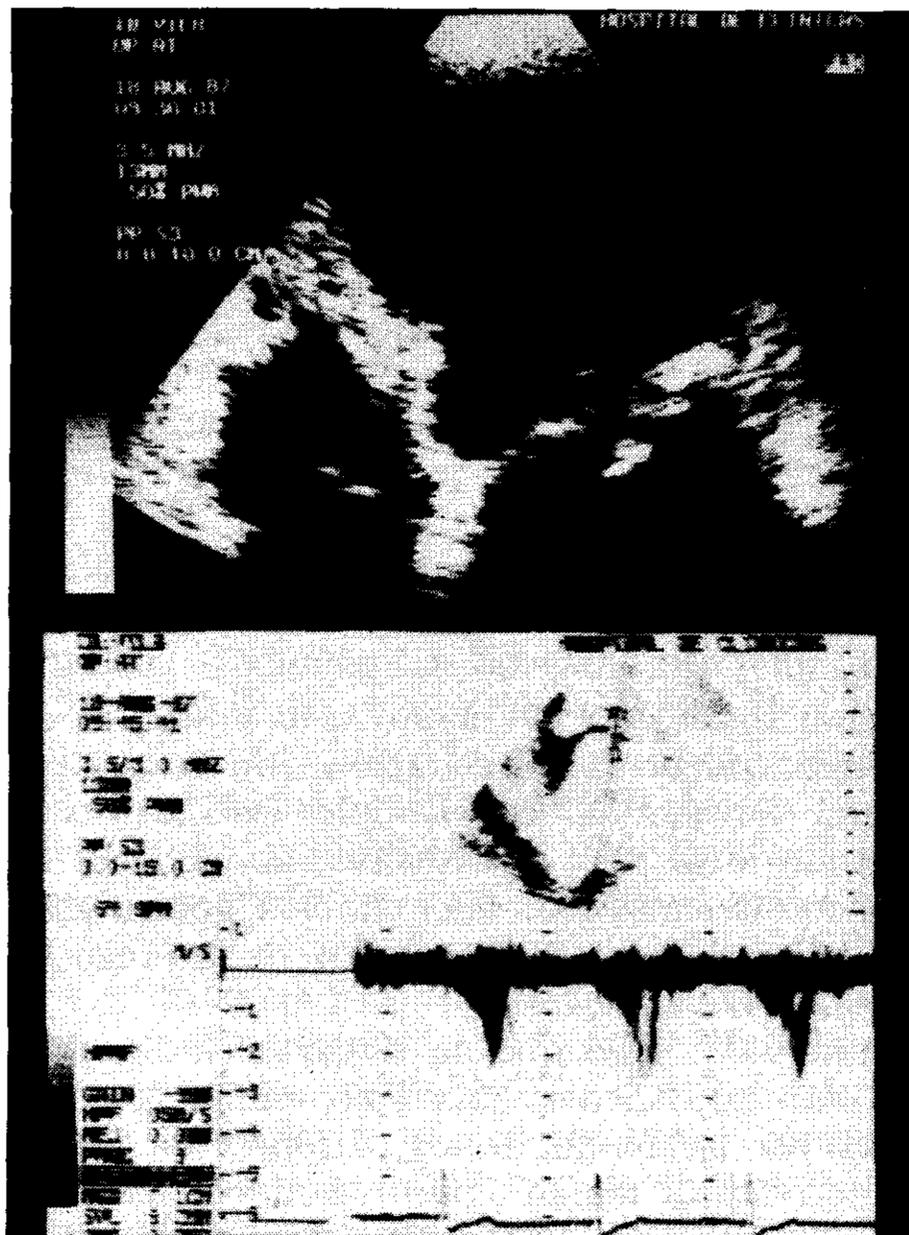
Marcado engrosamiento y prolapso de la valva menor mitral. La señal Doppler de regurgitación mitral muestra velocidades más altas hacia la telesístole.
